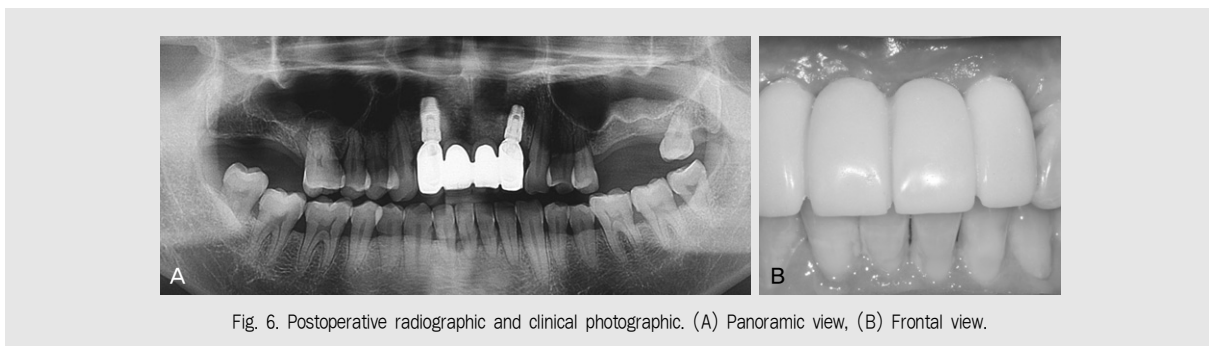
Postoperative radiographic and clinical photographic. (A) Panoramic view, (B) Frontal view.
